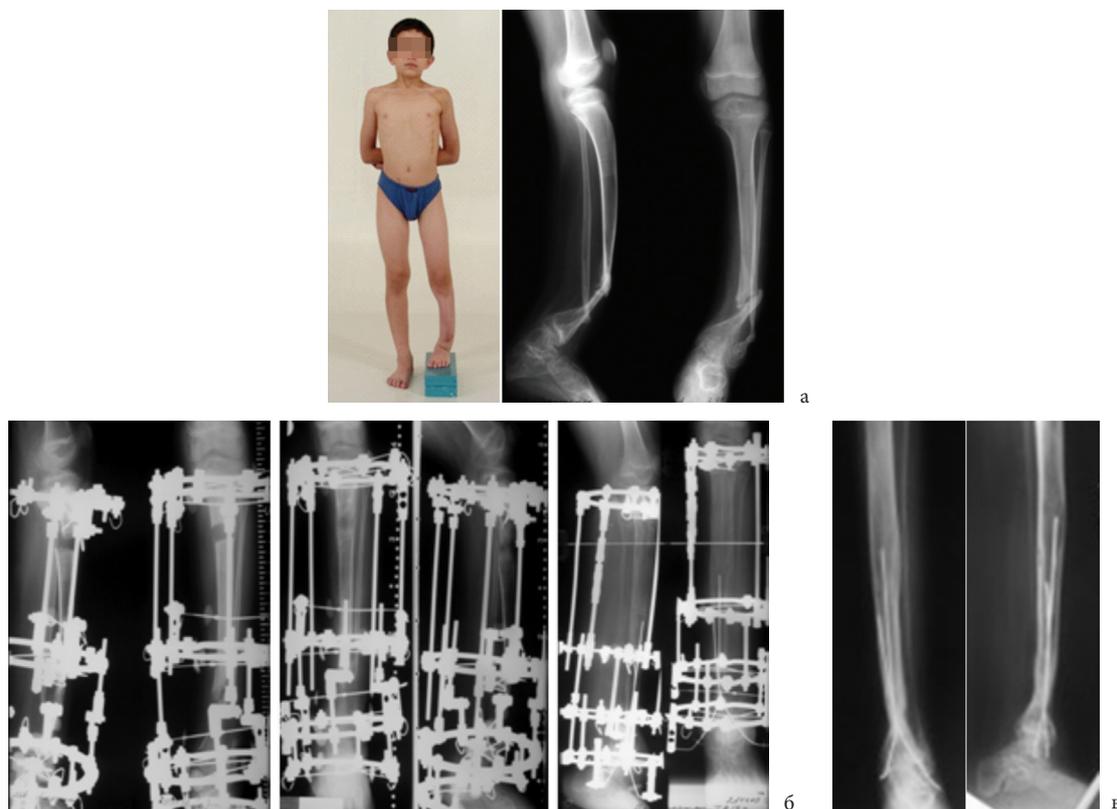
Фото и рентгенограммы голени больного А., 10 лет: а – до лечения; б – на этапах лечения; в – отдаленный результат через 5 лет
